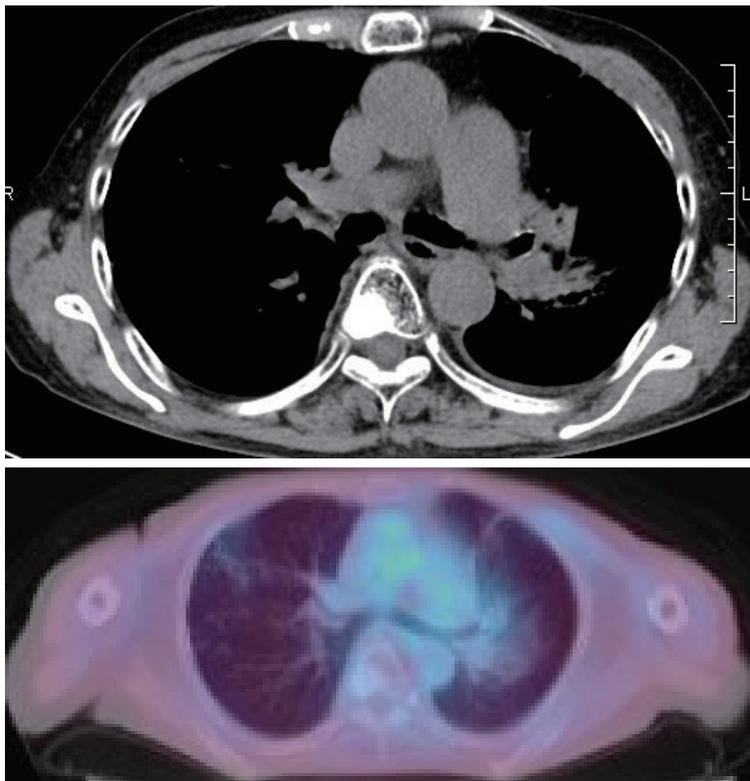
照射7ヶ月後診断画像 (上:CT、下:PET/CT)
